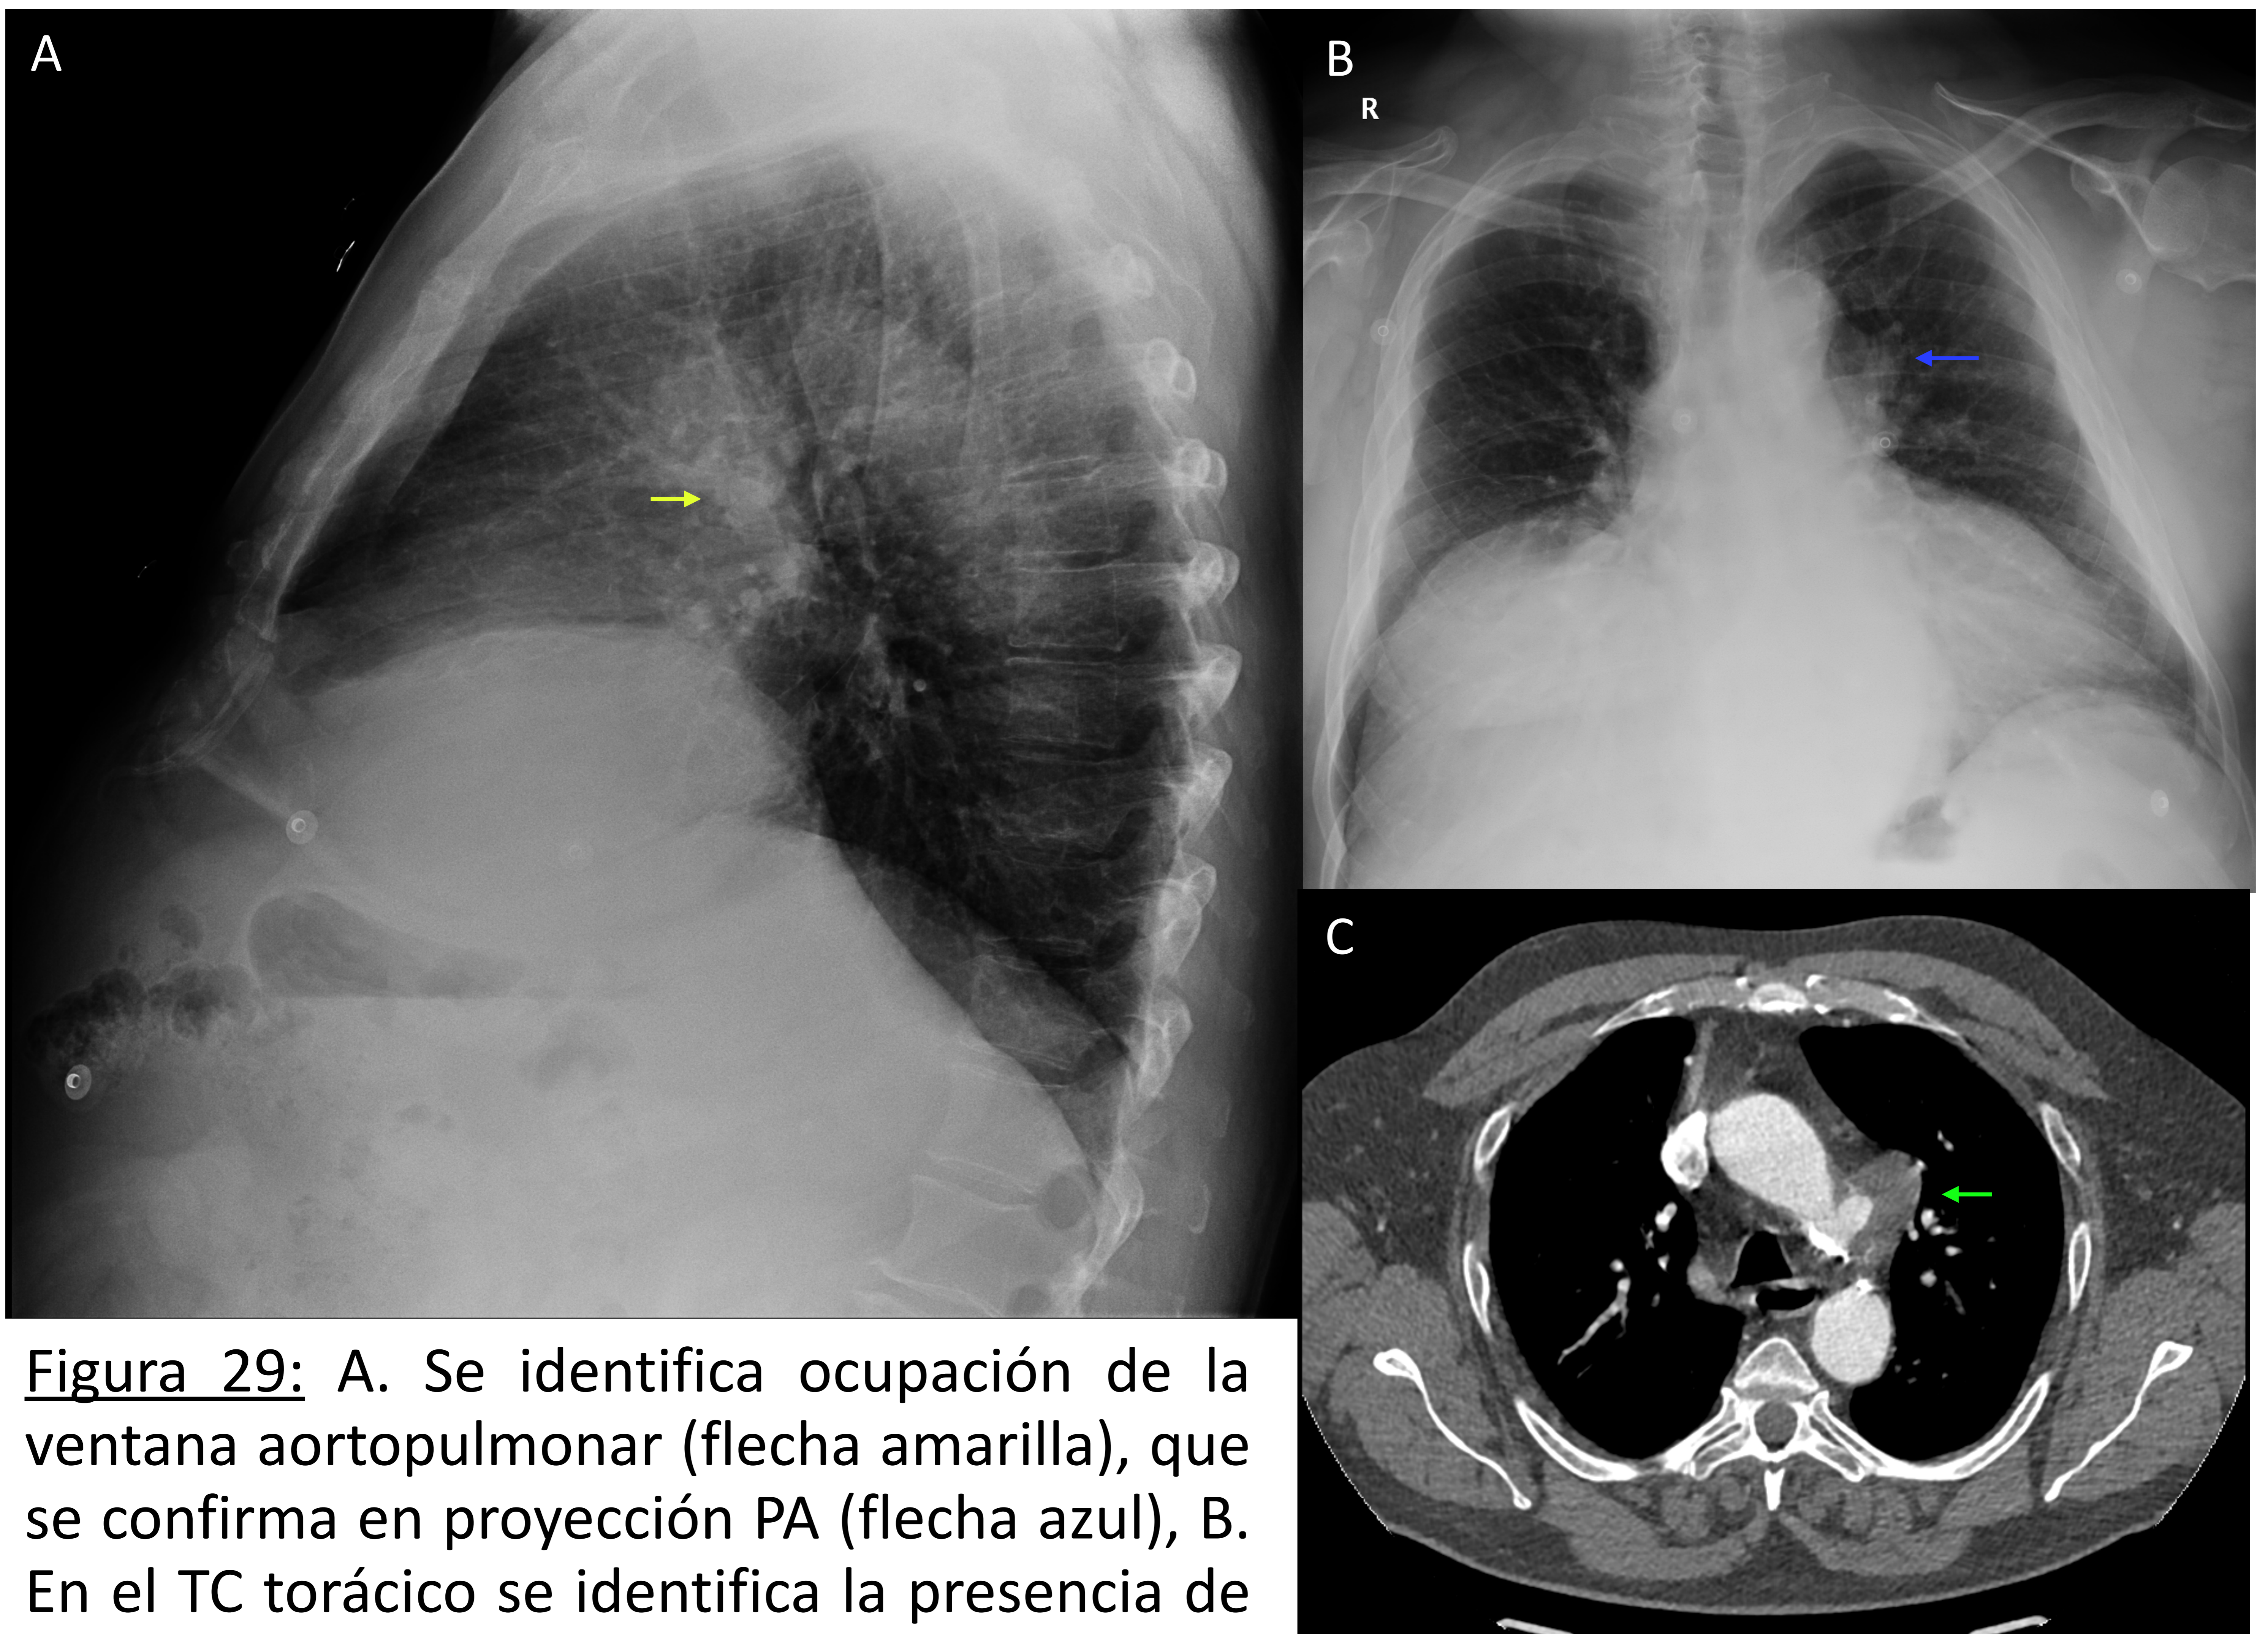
A. Se identifica ocupación de la ventana aortopulmonar (flecha amarilla), que se confirma en proyección PA (flecha azul), B. En el TC torácico se identifica la presencia de aneurisma sacular con trombo mural en el cayado aórtico, C.
